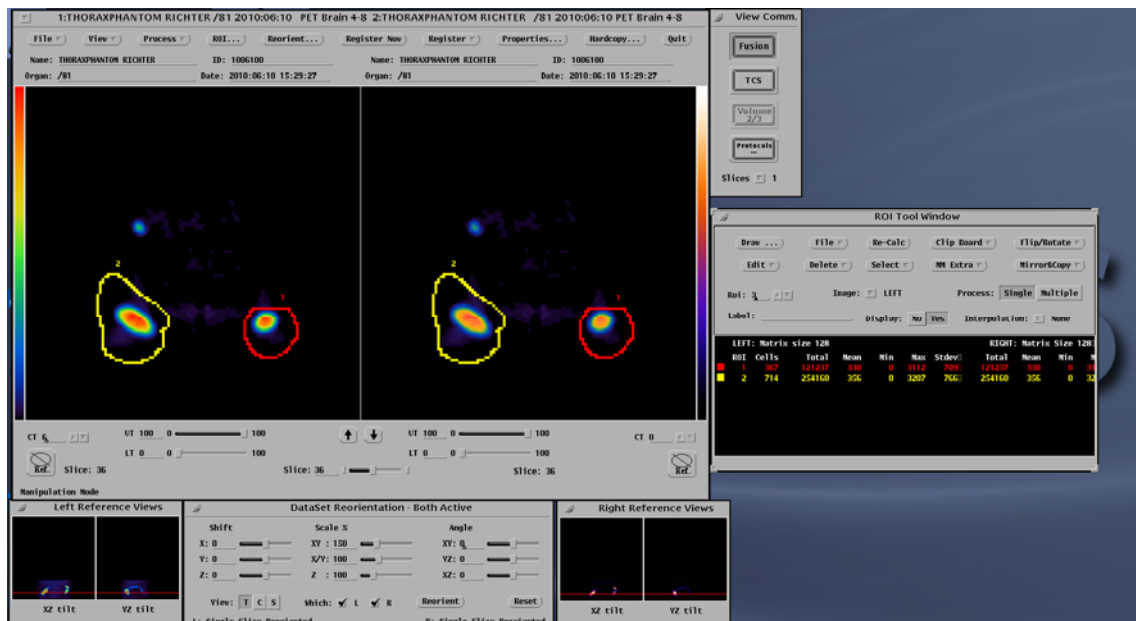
3D Darstellung der Ergebnisse der mit dem Hirnprotokoll durchgeführten PET/CT-Aufnahmen, Rekonstruktion mit Schwächungskorrektur
